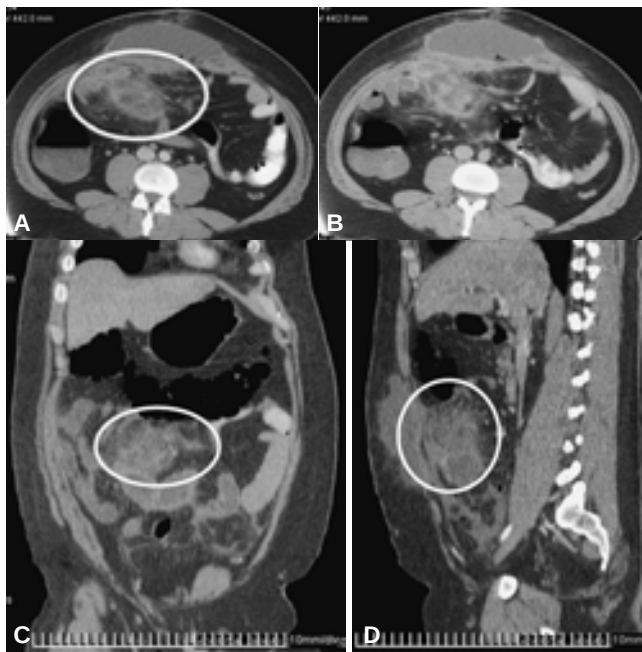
A, B, C y D) Paciente 12, masculino, de 50 años de edad, con Status Post colecistectomía abierta y al que se le realizó estudio de TC abdominopélvica por síndrome doloroso abdominal agudo identificándose absceso de pared abdominal e imágenes de infarto del epiplón mayor.
